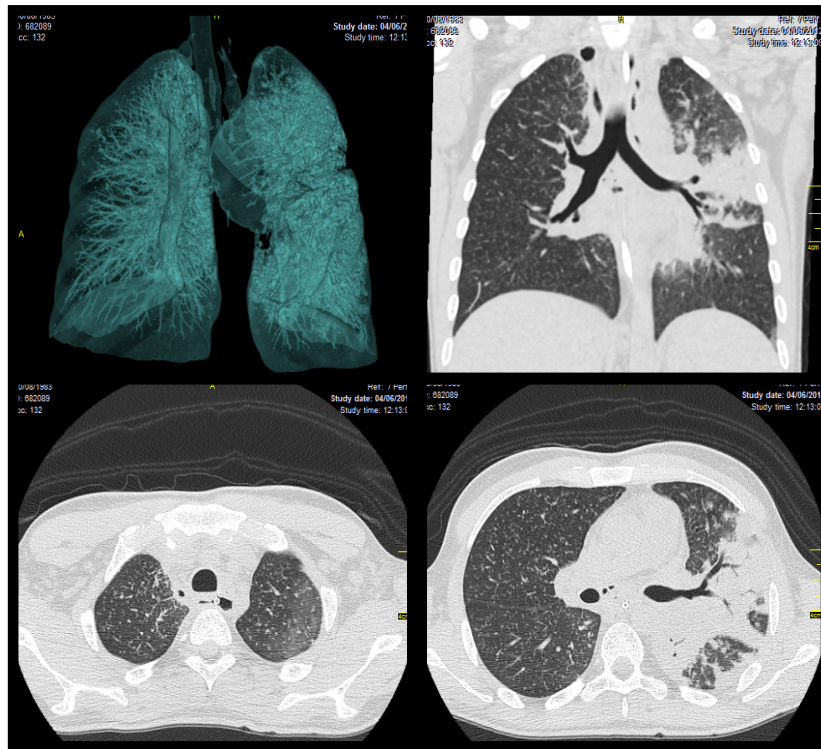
A - Reconstrução tridimensional dos pulmões, exibindo múltiplas lesões nodulares. B - Tomografia computadorizada de tórax, corte coronal, onde se observa extensa condensação do parênquima pulmonar, bilateral, associada aos brônquios. C - Tomografia computadorizada de tórax, em ápice pulmonar. Dentro do esôfago é possível observar a presença do cateter nasoentérico. D - Tomografia computadorizada de tórax, corte transversal. A extensa condensação acompanha a árvore brônquica até a pleura
